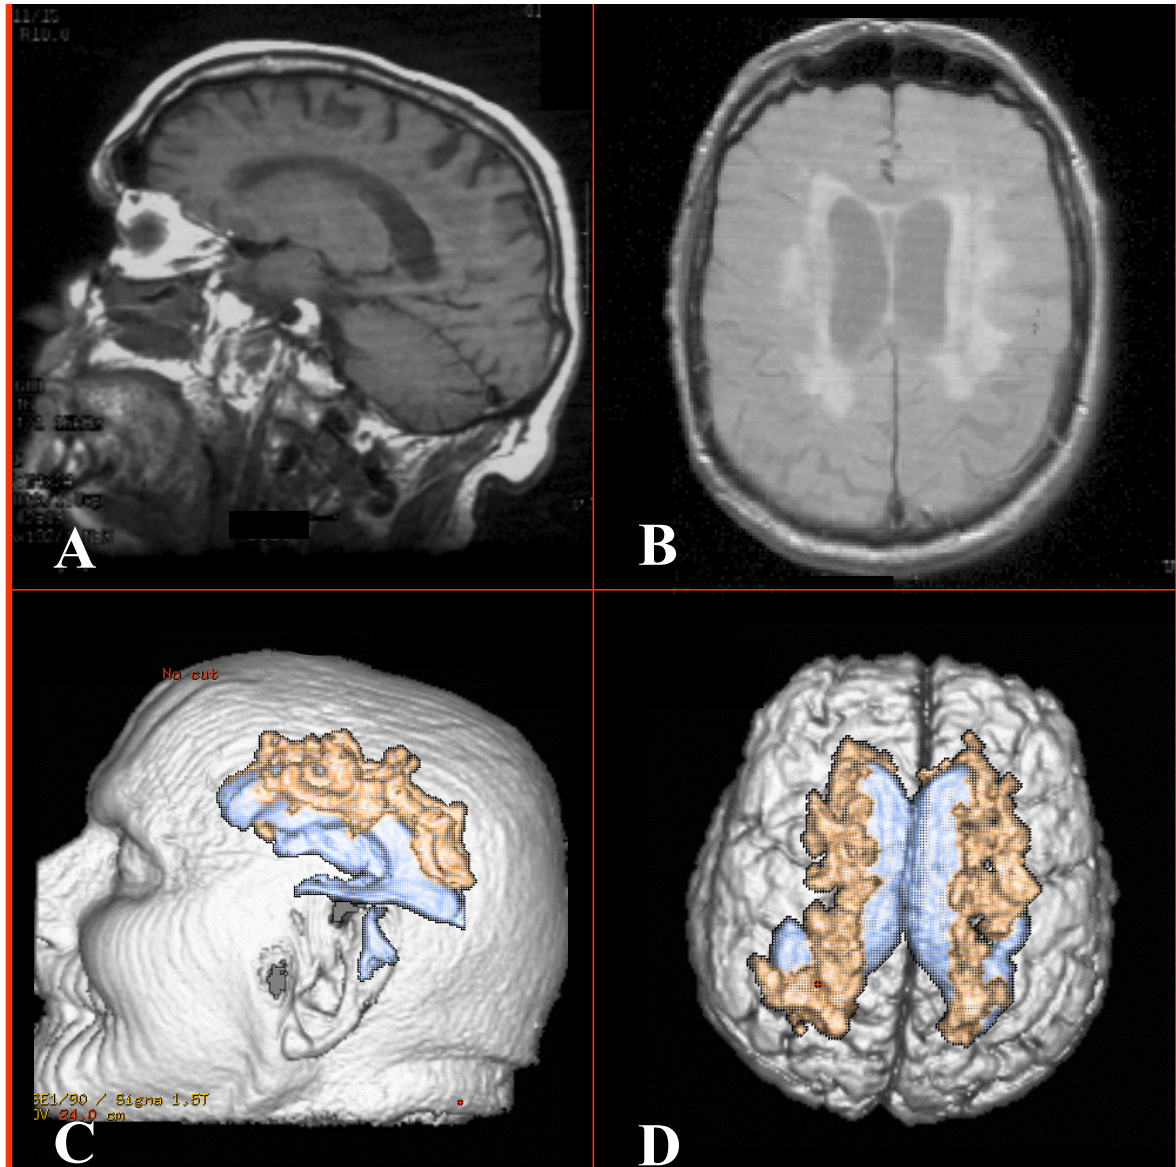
Resonancia magnética cerebral de un paciente de 81 años con diagnóstico clínico de enfermedad de Binswanger. (A), la secuencia potenciada en T1 sólo muestra atrofia cortico-subcortical fronto-parietal. (B), la secuencia potenciada en densidad protónica permite ver la leucoaraiosis y diferenciarla de la intensidad del líquido cefalorraquídeo. (C y D), imagen por adquisición tridimensional que muestra la leucoaraiosis (color marrón), localizada predominantemente sobre la región frontoparietal y porción externa de los ventrículos laterales (color azul).
